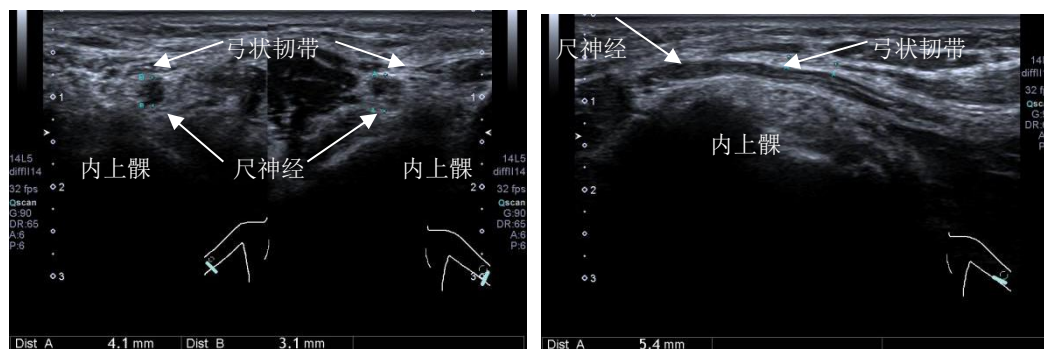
肘管综合征超声图像。A 图短轴显示患侧尺神经增粗，弓状韧带增厚；B 图长轴显示尺神经受压变形，病变近端水肿增粗，回声不均匀
